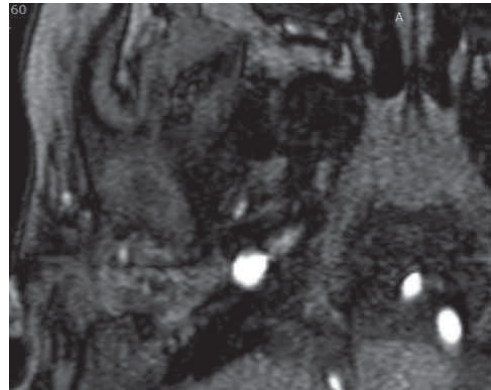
Магнитно-резонансная томография головы пациента 2 лет с параганглиомой правой височной кости, аксиальная проекция, T1-режим с контрастным усилением. Накопление контрастного вещества с картиной «соль и перец»
